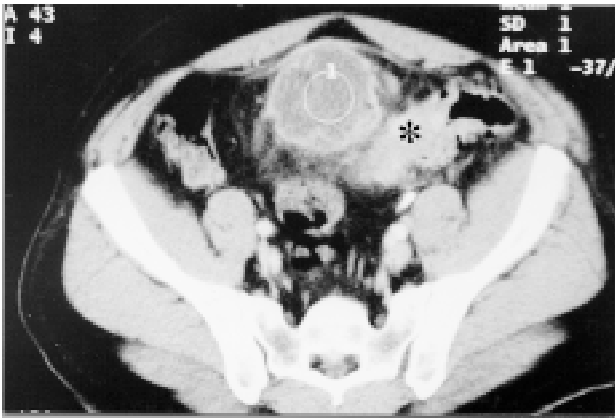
Computed tomography (CT) scan of the hypogastric region demonstrating a cystic mass (1) adhered to the small bowel (asterisk).
